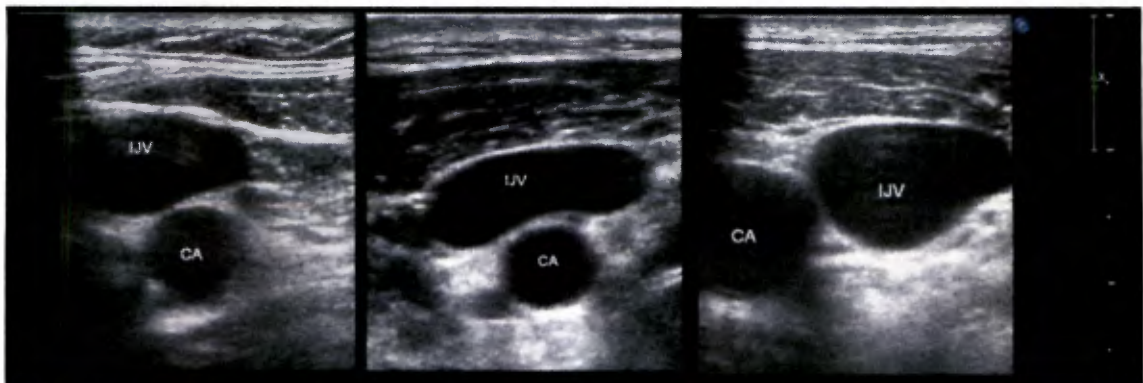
Imagen ultrasonográfica de las variantes anatómicas de la relación de la yugular interna derecha con respecto a la carótida común ipsilateral.
